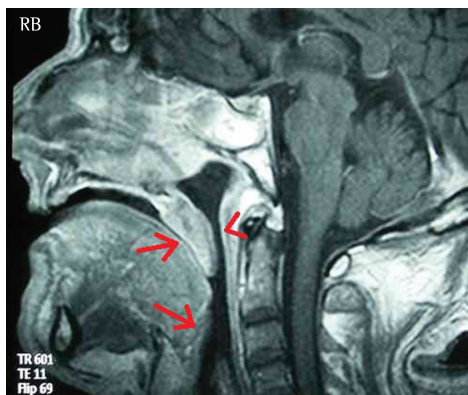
Imagem de ressonância magnética em corte sagital mediano de um paciente com macroglossia. Observar o contato do dorso da língua com o palato mole e epiglote (setas). Verificar também a redução do calibre da coluna aérea (ponta de seta).
